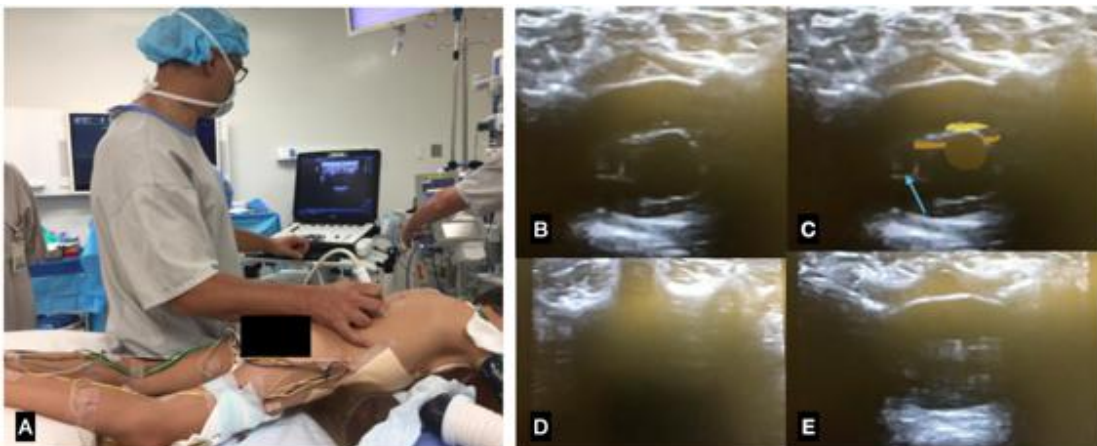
A: Identificação do cone medular realizada com o aparelho de ultrassonografia na posição transversa, para que através dos espaços interlaminares visibilize-se o cone medular e sua. B: Visibilização do cone medular com a ultrassonografia. C: Evidenciação de gordura epidural (cor amarela), cone medular (marrom), raiz dorsal (laranja) e raiz ventral (seta azul). D: Sombra acústica da lâmina vertebral. E: Visibilização do interior do canal raquidiano via interespaço distal ao cone medular, evidenciando o componente liquórico e as raízes da cauda equina e ausência de estruturas sólidas na região central como visibilizado na imagem C em marrom
